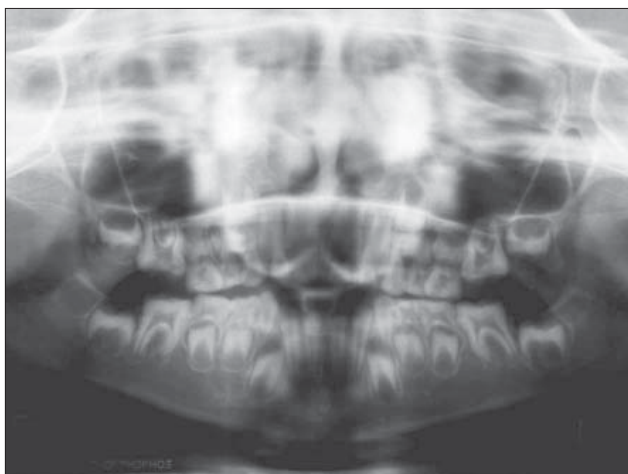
Radiografia panorâmica evidenciando a ausência de esmalte dentário ou uma fina camada deste e a constatação de que ambas as dentições estavam acometidas pela anomalia
